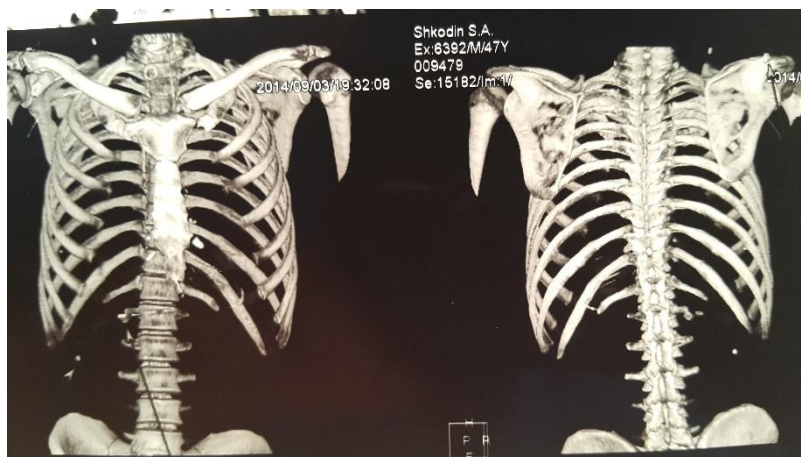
КТ грудей та живота пораненого III ст. від 03.09.2014, 3D-реконструкція (чужорідні тіла – осколки в проекції грудної та черевної порожнин).
